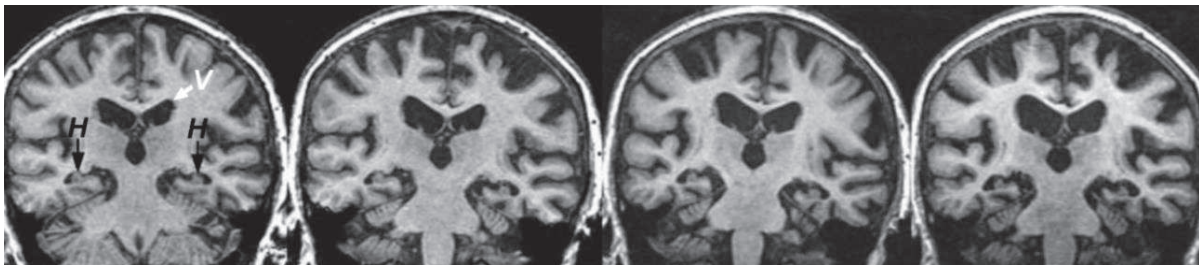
Progression de l'atrophie de l'hippocampe (H) et de l'élargissement des ventricules (V) lors de la maladie d'Alzheimer visualisée en IRM (Lehericy, Marjanska et al. 2007).
